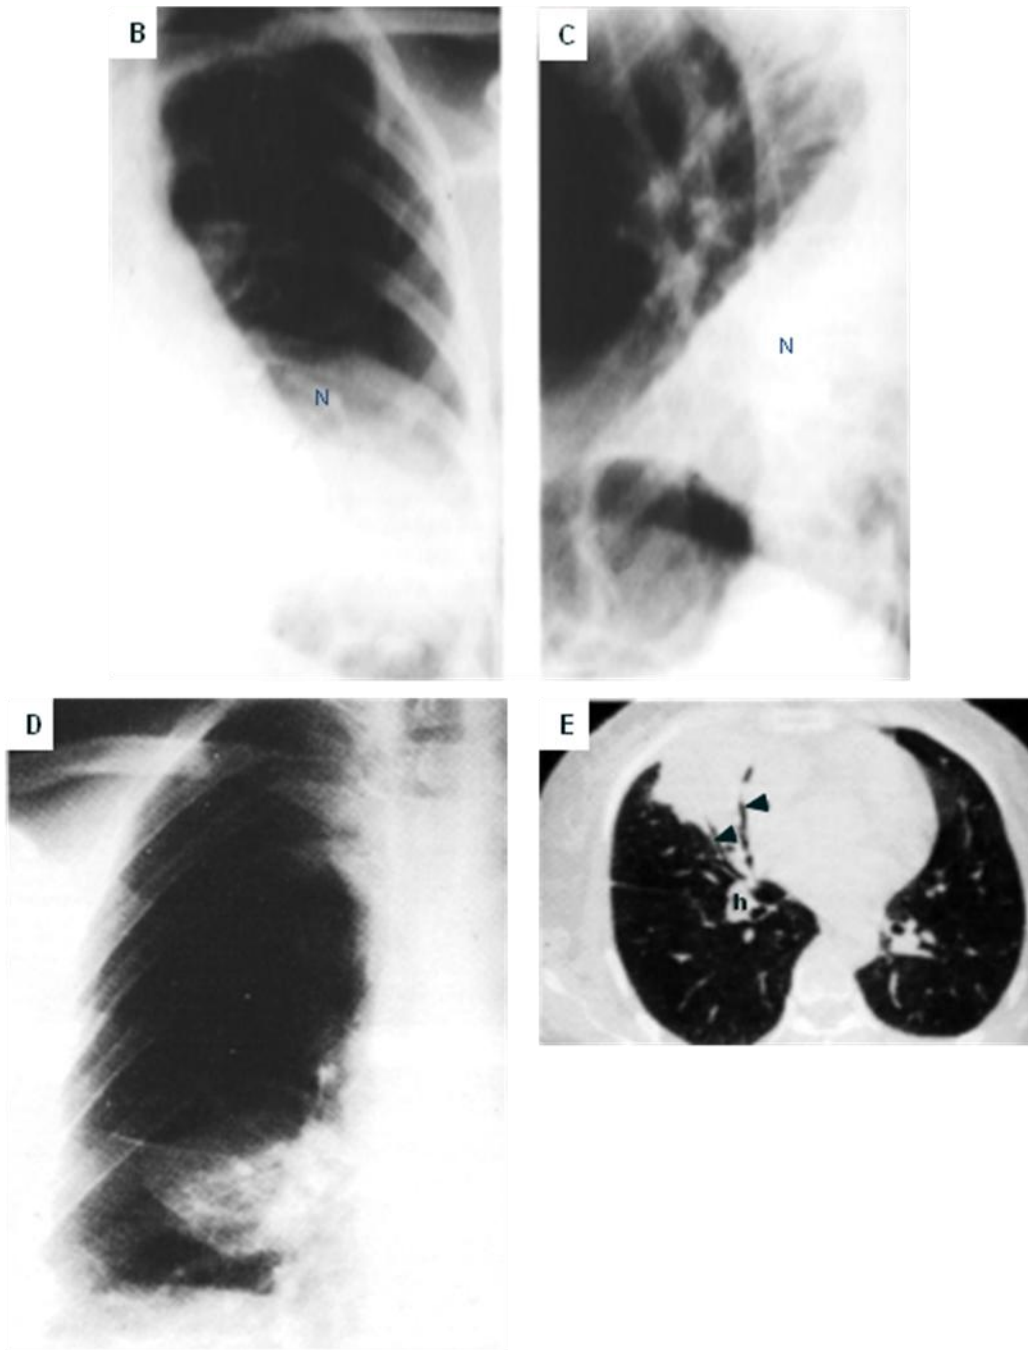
39 B. Radiografía frontal de tórax y lateral (C), neumonía del lóbulo inferior izquierdo. La condensación (N) no oblitera el borde cardíaco izquierdo por su localización posterior ni el diafragma izquierdo en la proyección lateral. D. Radiografía frontal de tórax, Infarto del lóbulo medio. La condensación alveolar con broncograma aéreo oblitera el borde cardíaco derecho lo que indica que esta en el lóbulo medio derecho. E. La TC del paciente de la figura D demuestra la lesión en contacto con el corazón (punta de flecha), h = hilio.
